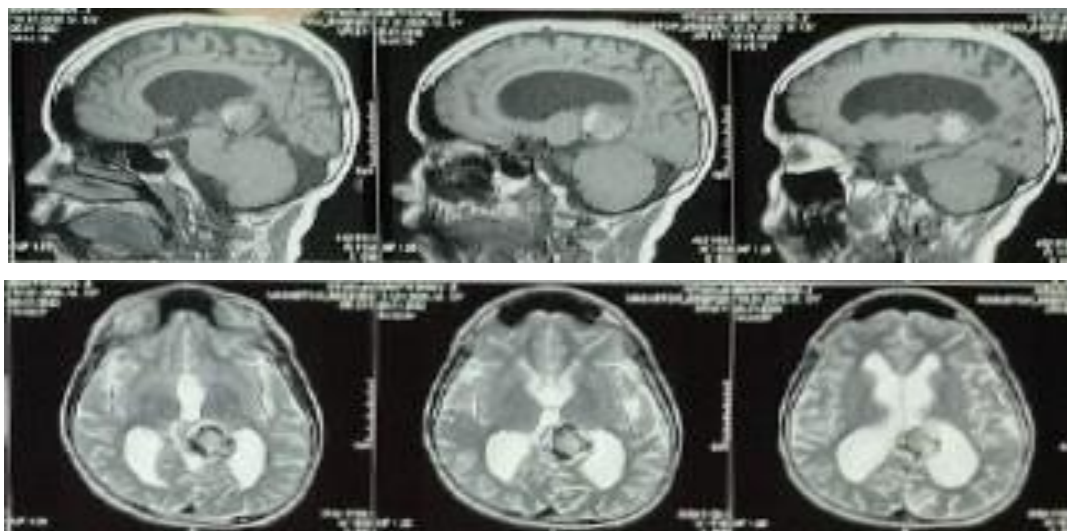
МРТ - головного мозга на котором отмечается образование пинеальной области.
